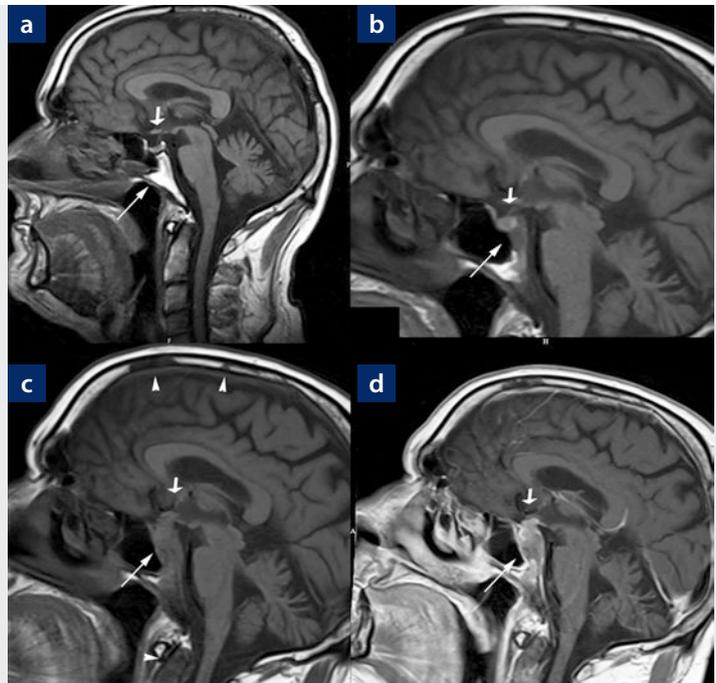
MRT des Schädels, T1-gewichtete sagittale Ebenen: a–c nativ, d nach Kontrastmittel.
